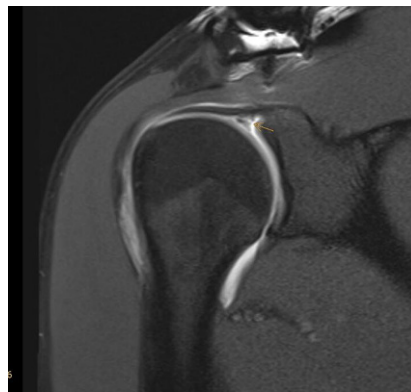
▲ Magnetresonanztomographie (MRA), koronale T1-gewichtete Turbo-Spin-Echo (TSE)-Sequenz, mit SLAP-Läsion (*superior labrum anterior to posterior lesion*, Pfeil)
